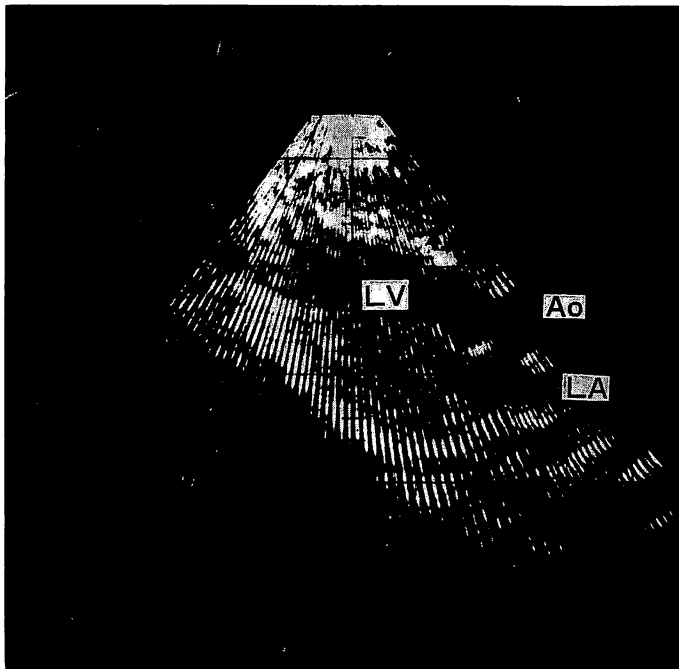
Sector scan echocardiogram recorded on 35 mm cine-film at 15 frames/sec.
